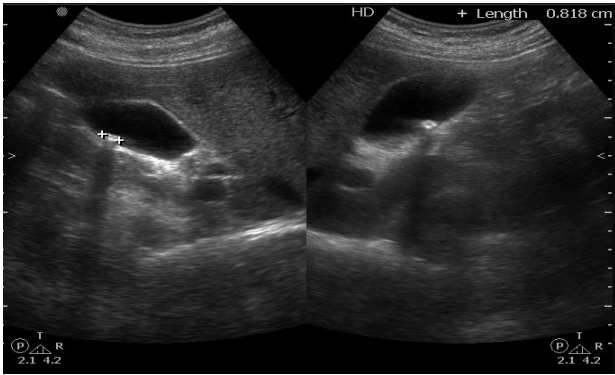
Abdominal sonography gallstone
